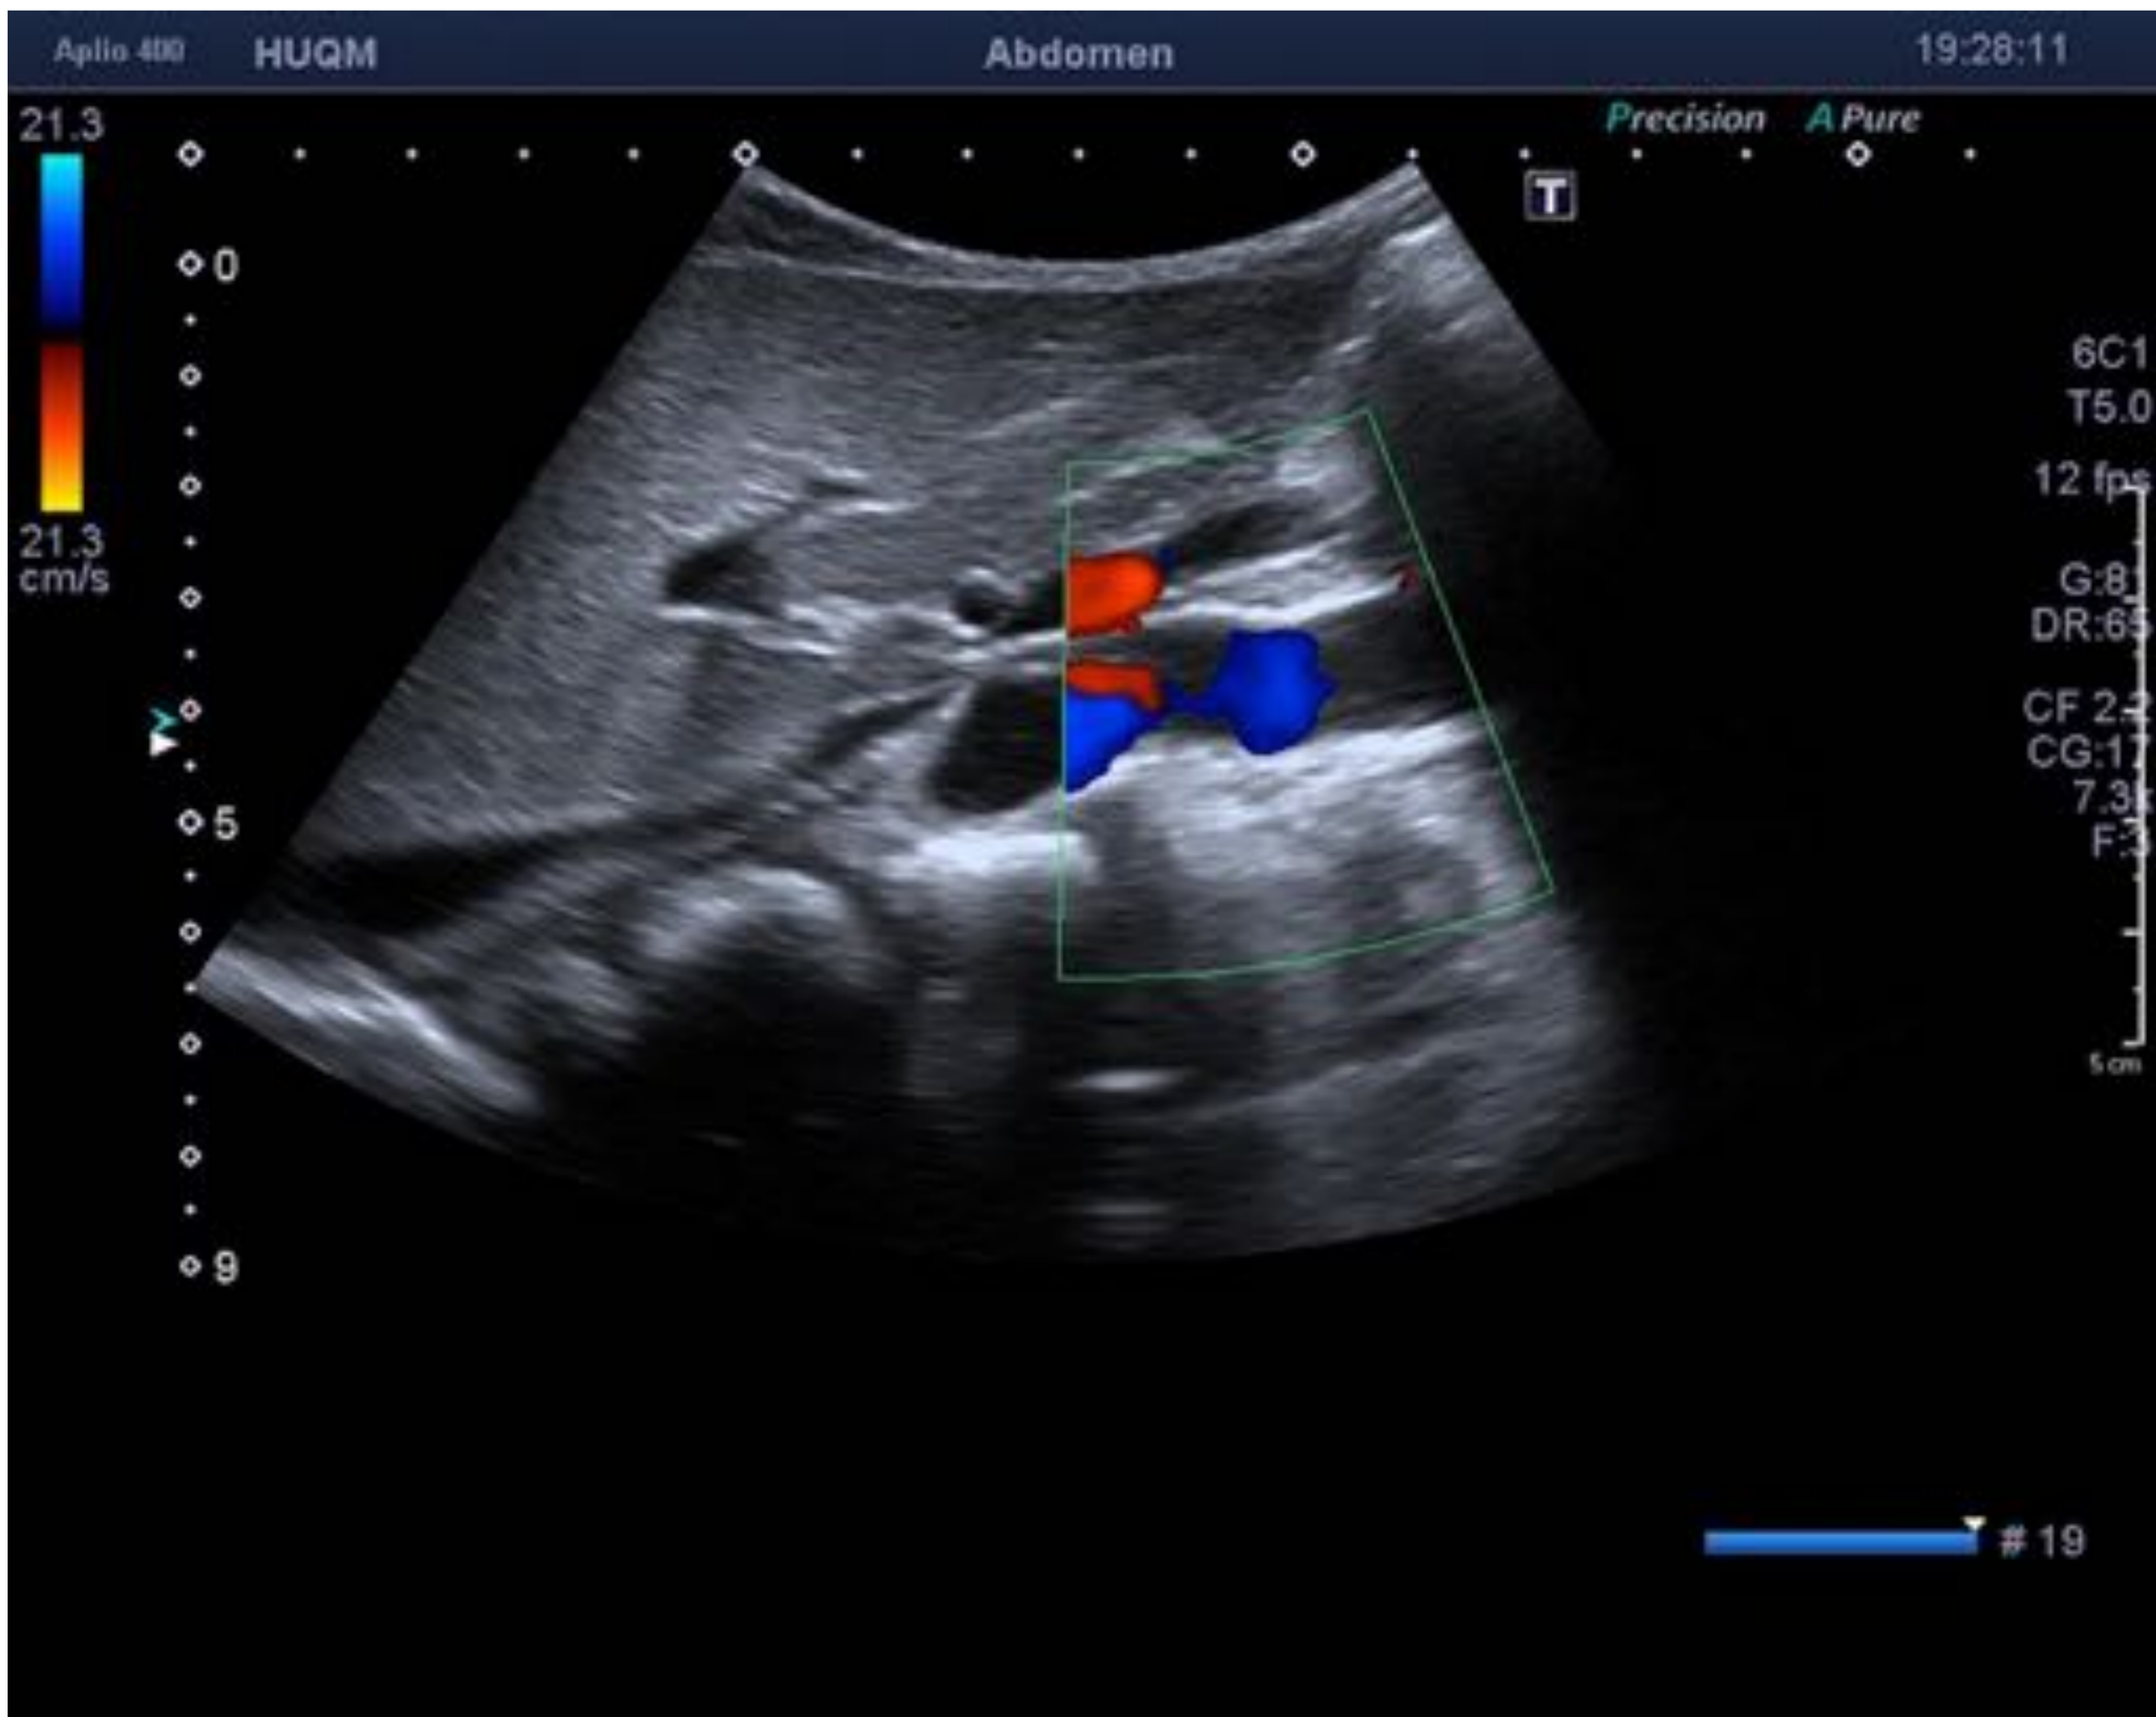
Eco Doppler, corte axial. Segmento venoso estenótico, en la confluencia de ambas venas cavas inferiores (la derecha y la izquierda), de localización aorto-mesentérica
